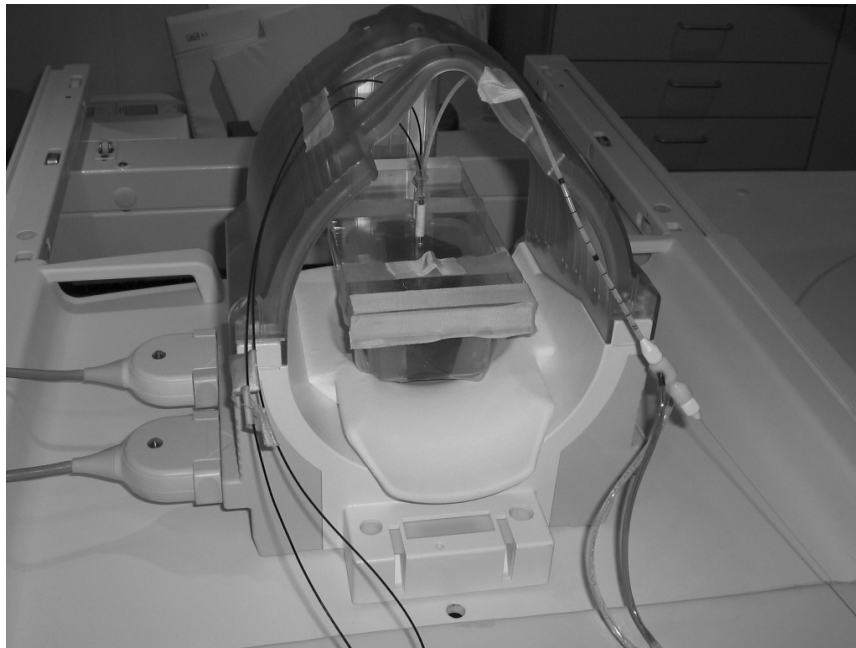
Versuchsaufbau der Temperaturmessungen: eine Leberprobe in der Kopfspule am MRT Open.
